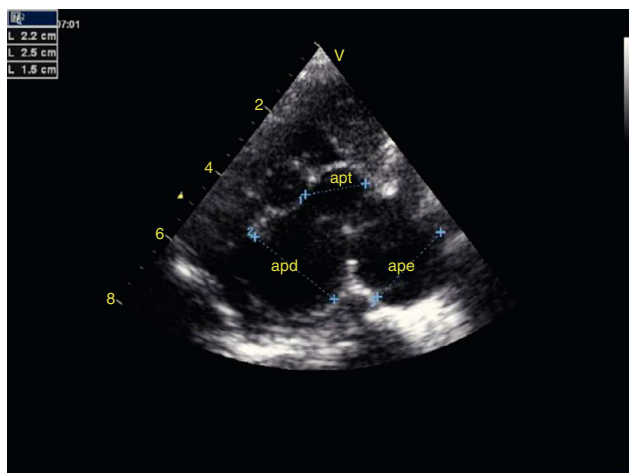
Ecocardiografia transtorácica, plano paraesternal eixo curto: dilatação aneurismática do tronco da artéria pulmonar (apt) e ramos esquerdo (ape) e direito (apd) (apt = 15 mm, ape = 22 mm, apd = 25 mm).
